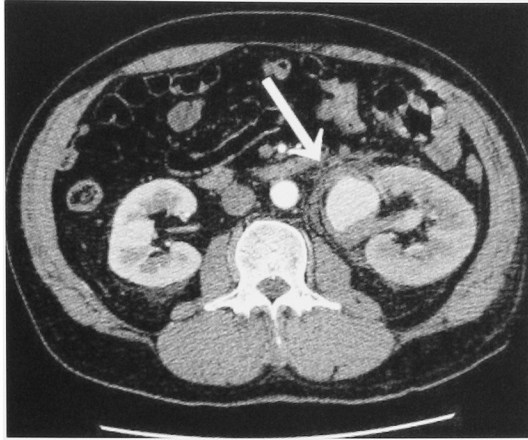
Enhanced CT scan revealed left renal aneurysm (arrow).
